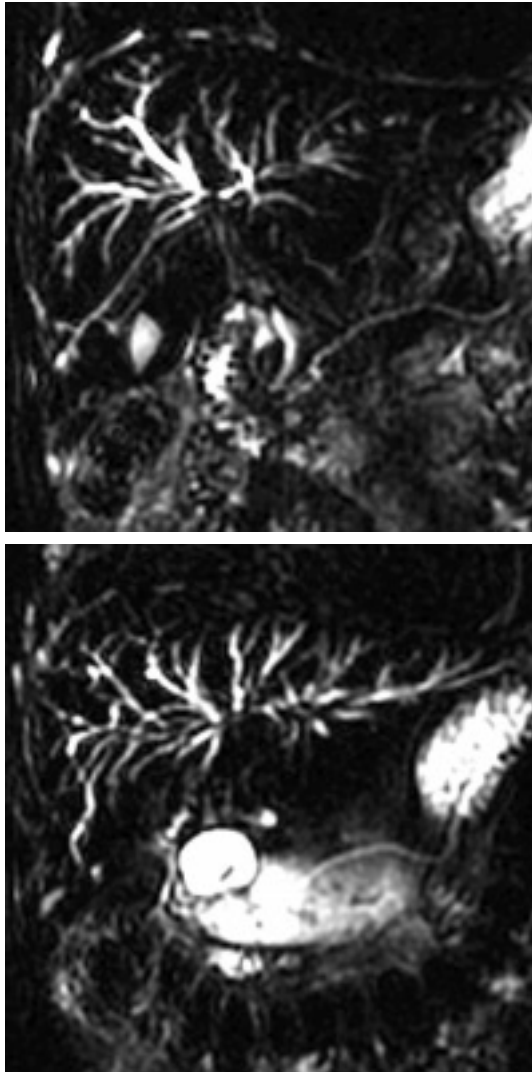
A : CP-IRM : transplantation hépatique et cholestase : sténoses multiples des VBIH d'origine ischémique, (séquence SS-FSE, coupe frontale de 20 mm d'épaisseur, TE eff 800 msec).
